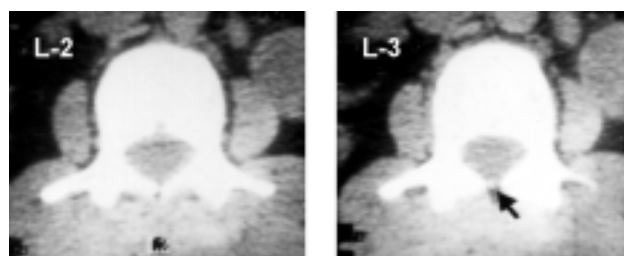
Tomografía axial computarizada. Fragmento de catéter a nivel de L-3 señalado con una flecha.
